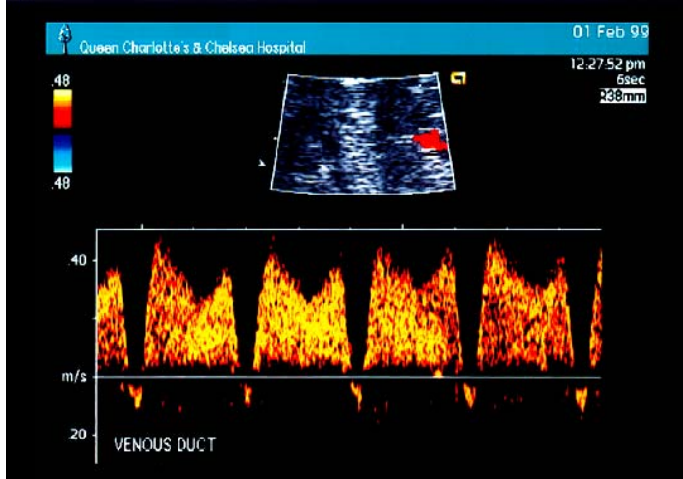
Pulsatility indeksin (PI) hesaplanması (maximum velosite - minimum velosite)/ortalama velosite (2). *Gosling RG, King DH: Ultrasonic angiology. In Marcus AW, Adamson L [eds]: Arteries and Veins. Edinburgh: Churchill Livingstone, 1975, p 71*
